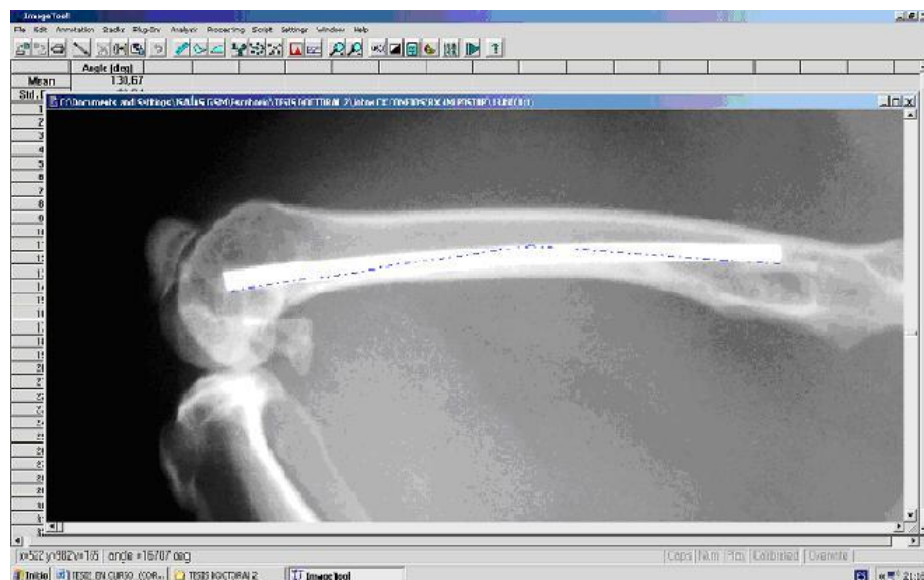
Pantalla del programa de medición utilizado con imágenes de radiografías digitalizadas
